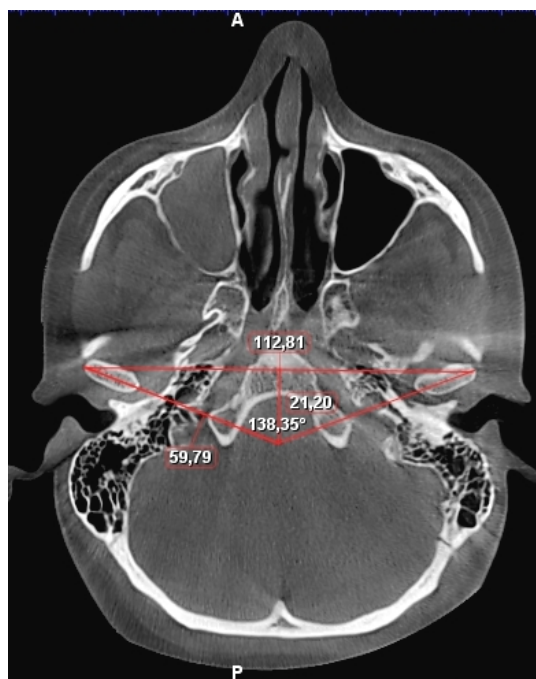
Расположение суставных головок височно-нижнечелюстных суставов на компьютерной томограмме пациента Х., после лечения.
